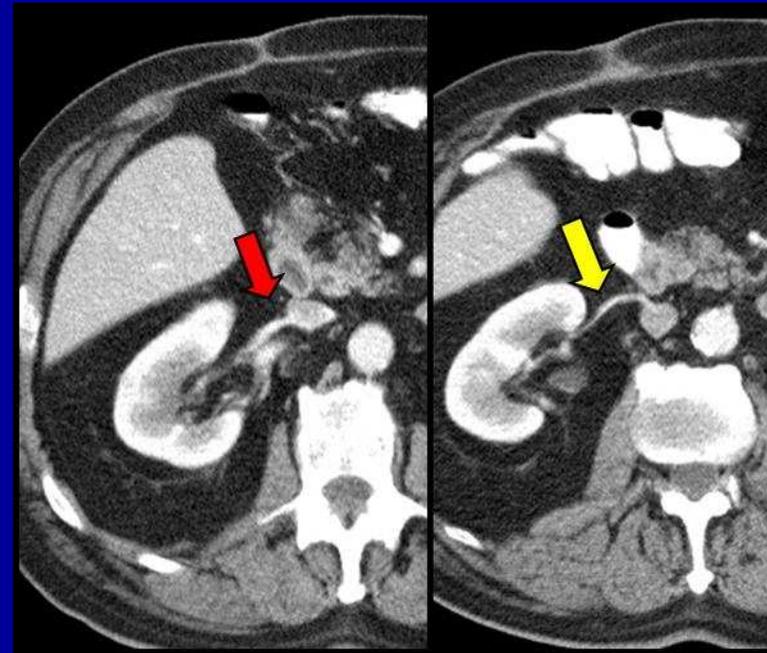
TC abdominal con contraste, que muestra vena renal principal (flecha roja) y en corte inferior muestra una segunda vena renal (flecha amarilla) que desemboca en la vena cava inferior.
